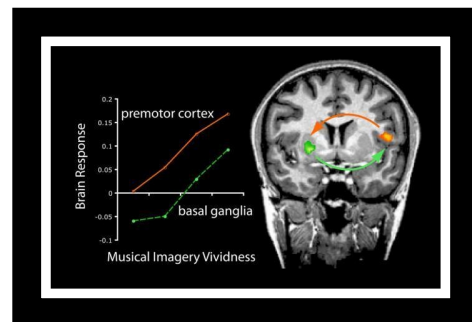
Imagen coronal cerebral T2 de RM funcional
